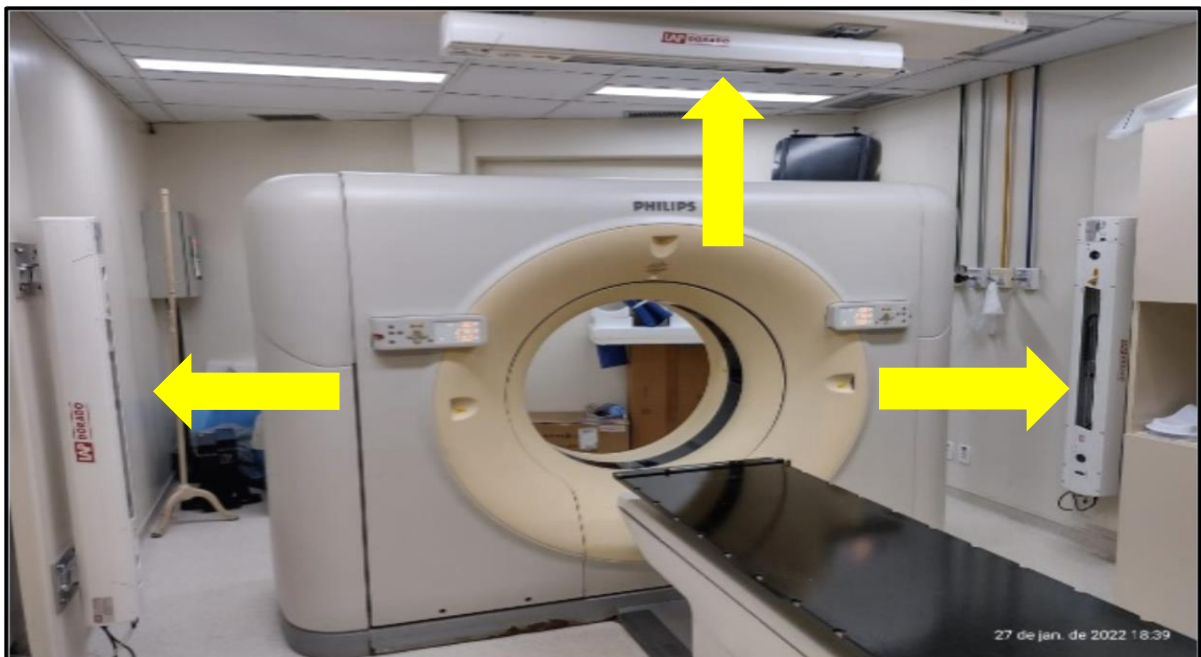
CT *Brilliance Big Bore*[®] e *Lasers* na sala
